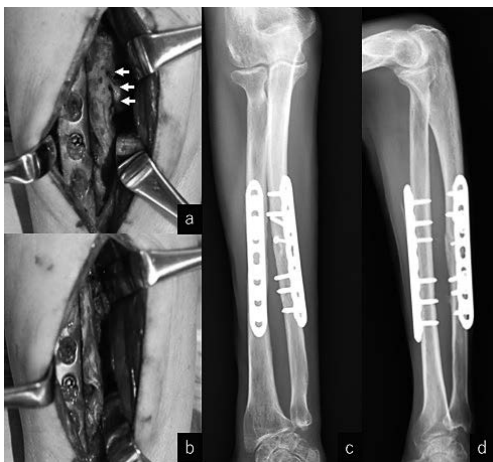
症例3 再手術時の術中写真 a. 橈尺骨間の広範な骨化巢(矢印)。b. 骨化巢を骨間膜と共に切除した再手術後12か月の右前腕単純X線 c. 正面像 d. 側面像：異所性骨化の再発はない。
